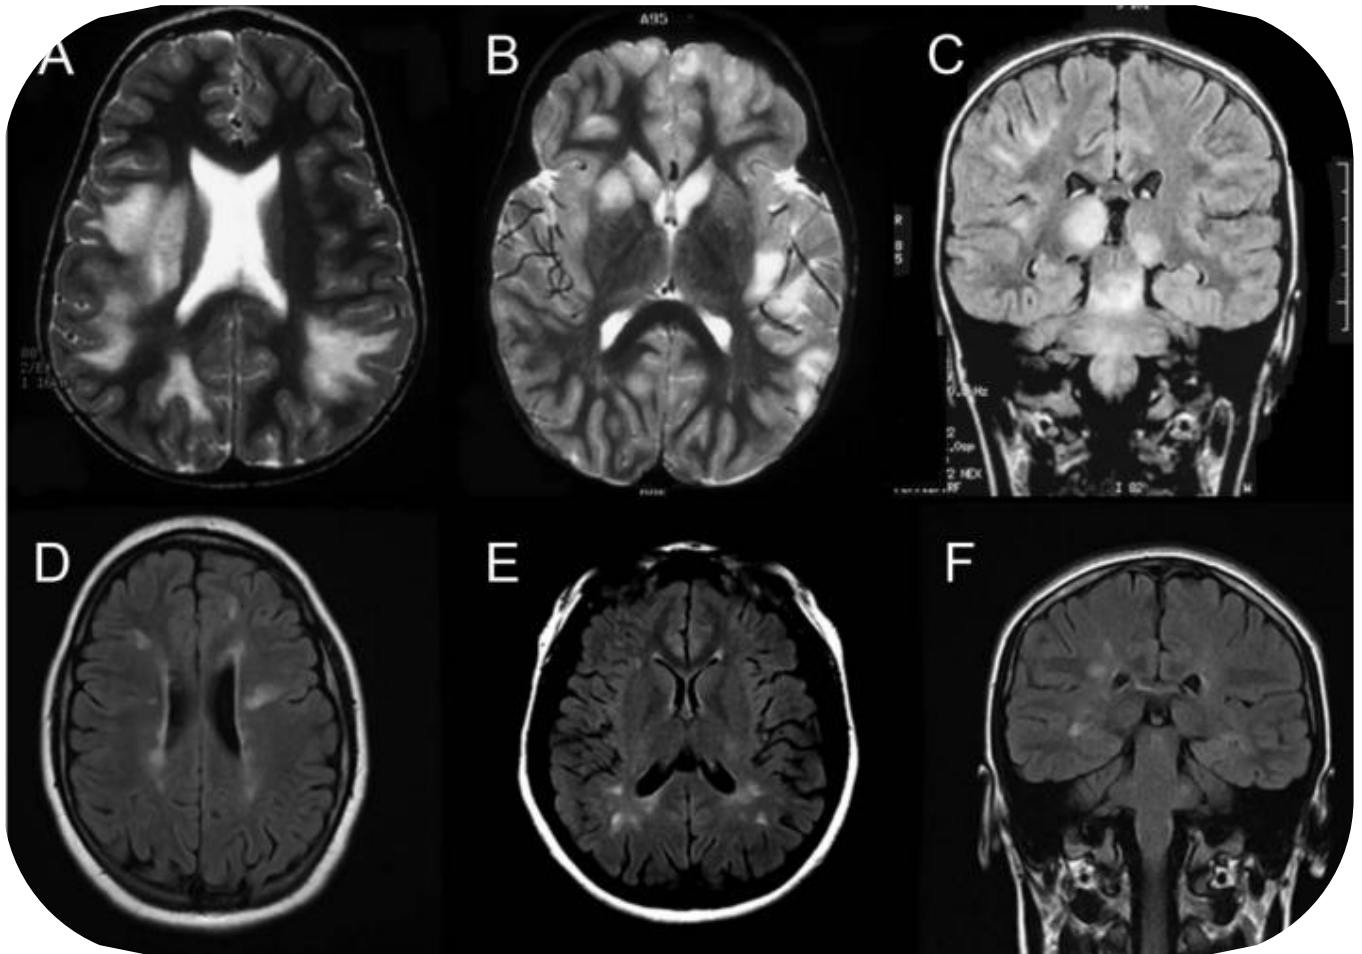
Типичные МРТ-изображения головного мозга пациента с острым рассеянным энцефаломиелитом (А–С) и пациента с рассеянным склерозом (D–F). На T2-взвешенных изображениях пациента с острым рассеянным энцефаломиелитом наблюдаются большие асимметричные двусторонние диффузные мультифокальные плохо ограниченные поражения белого вещества, базальных ганглиев и серого вещества коры головного мозга (А, В). На FLAIR-изображениях отмечается асимметричное вовлечение таламуса (С). На FLAIR-снимках пациента с РС видны мультифокальные асимметричные четко очерченные овоидные поражения белого вещества с преобладанием перивентрикулярных очагов и отсутствием поражения базальных ганглиев на аксиальной (D, E) и фронтальной (F) проекциях
